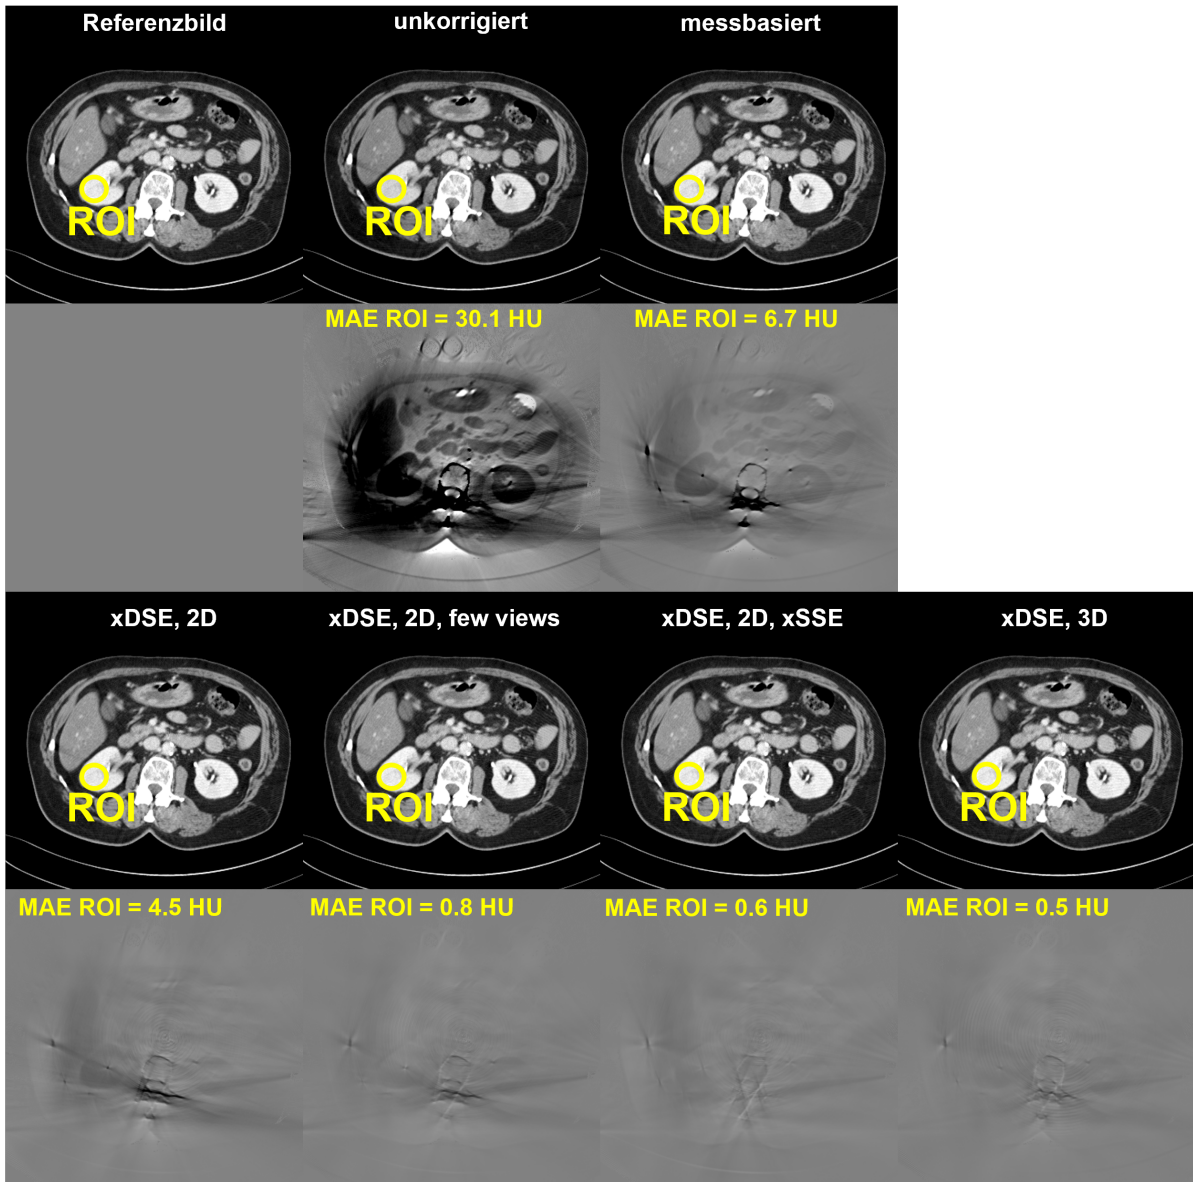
Veranschaulichung der Längs- und Querstreukorrektur für eine CT-Untersuchung mit im Voraus injiziertem Kontrastmittel [Erath et al., 2021b]. Zur Quantifizierung der Ergebnisse wurde eine ROI innerhalb der *Cortex renalis* analysiert, wobei die neuronalen Netze dabei eine deutliche Reduzierung des mittleren Fehlers erzielen. Relevante Parameter der rekonstruierten Bilder: $C = 40$ HU, $W = 300$ HU. Differenzen zum Referenzbild: $C = 0$ HU, $W = 50$ HU, Röhrenspannung A = 80 kV, Röhrenspannung B = 80 kV. Stromverhältnis $\rho=1$.
